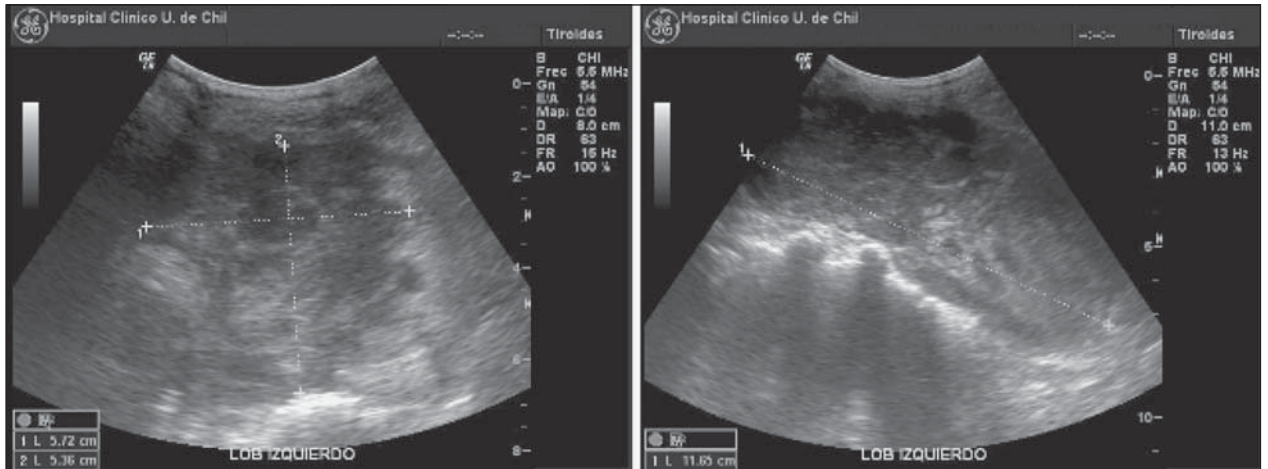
Ecotomografía tiroidea: Cortes transversal y longitudinal de lóbulo izquierdo en que todo el lóbulo aparece como una masa tumoral.
